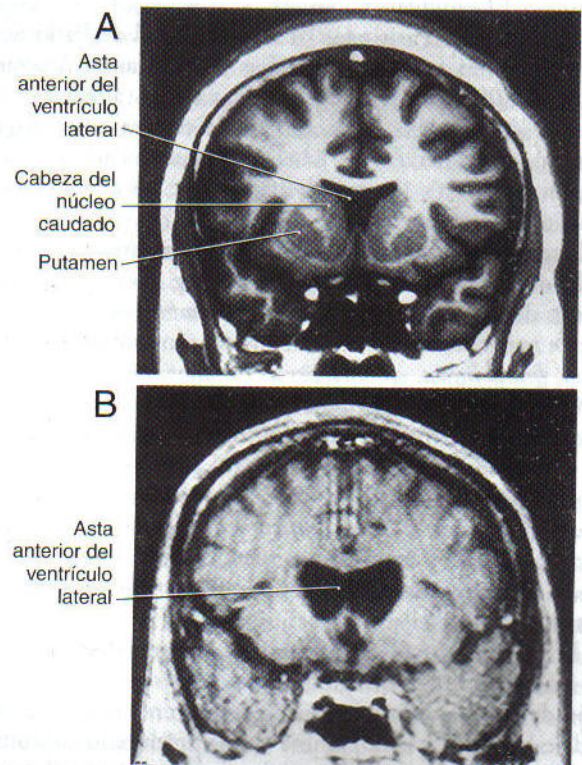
Resonancia magnética coronal del lóbulo frontal y la cabeza del núcleo caudado en una persona normal (A) y otra con enfermedad de Huntington (B). La cabeza del caudado normalmente forma una masa saliente en el asta anterior del ventrículo lateral (A, imagen de densidad protónica). La pérdida importante de células del neostriado en la enfermedad de Huntington disminuye notablemente el tamaño del caudado y hace que la pared lateral del ventrículo se aplane (B, imagen ponderada en T1). El aspecto ligeramente ondulado de la imagen en B es el resultado del movimiento (temblor) mientras se hacía la prueba.
